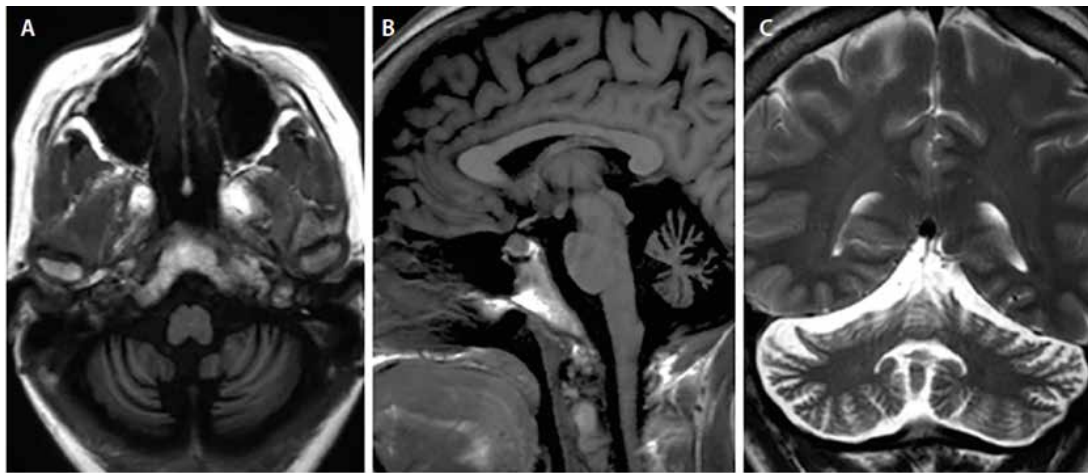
抗代谢型谷氨酸受体（抗mGluR1）相关性脑炎中的小脑萎缩。该患者表现为紧张症和头部震颤。初始脑部MRI正常（未显示）。两年后，出现不对称性小脑萎缩，右侧更为明显（A-C）。
